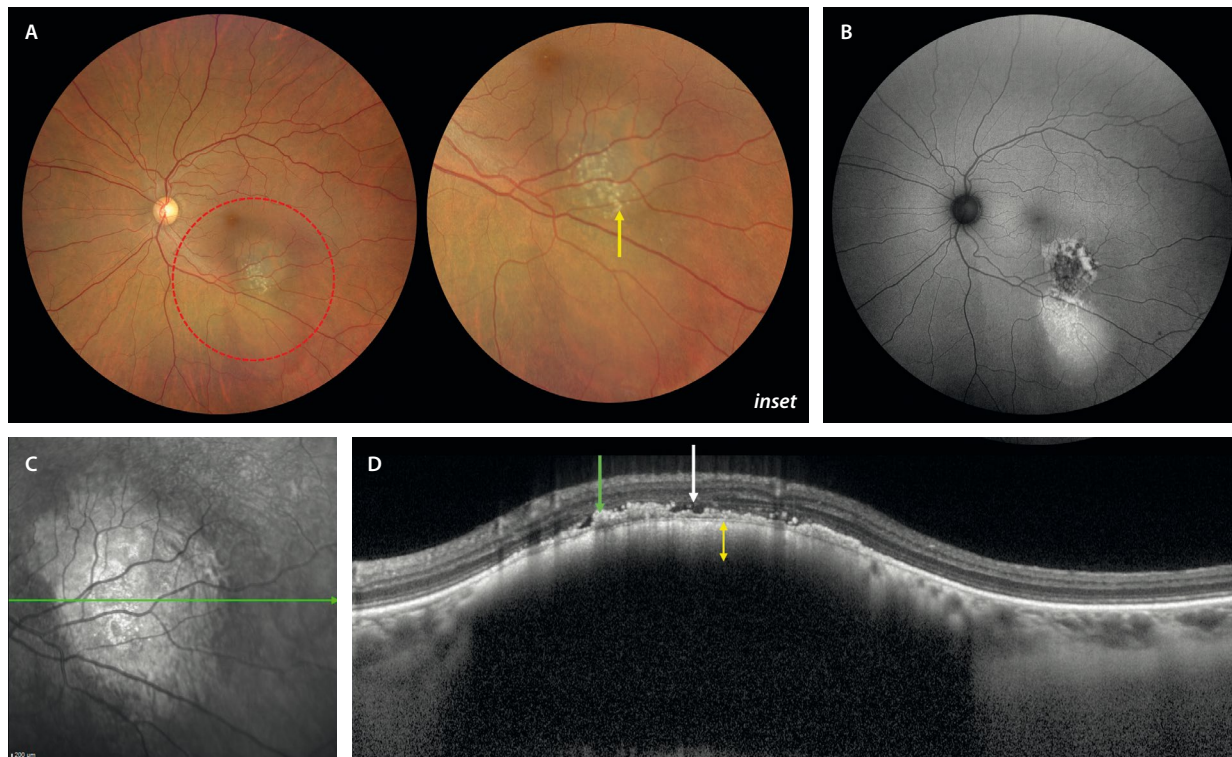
Nevus coroideo atípico frente a melanoma coroideo pequeño. A) La retinografía a color muestra una lesión poco pigmentada de más de 5 mm de diámetro con depósitos drusenoides (flecha amarilla, *inset*). B) En la autofluorescencia, se aprecian cambios hipoafluorescentes, que asocian áreas de hiperautofluorescencia, además de un reguero inferior hiperautofluorescente. C) La lesión es hiperreflectiva y de bordes delimitados, tal y como se observa en la imagen cercana a la infrarroja. D) El corte de la tomografía de coherencia óptica correspondiente a la flecha verde en (C) detecta una lesión cupuliforme hiperreflectiva en la coroides interna con sombra posterior y de menos de 2 mm de grosor (flecha amarilla). Asocia cambios drusenoides (flecha verde); sin embargo, presenta fluido subretiniano (flecha blanca).
